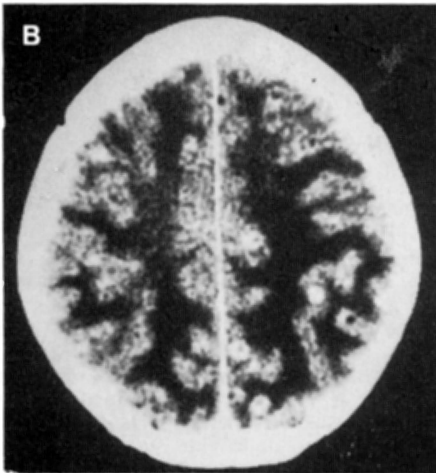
TC mostrando: em A, várias calcificações; em B e em C, cistos, nódulos e edema.
